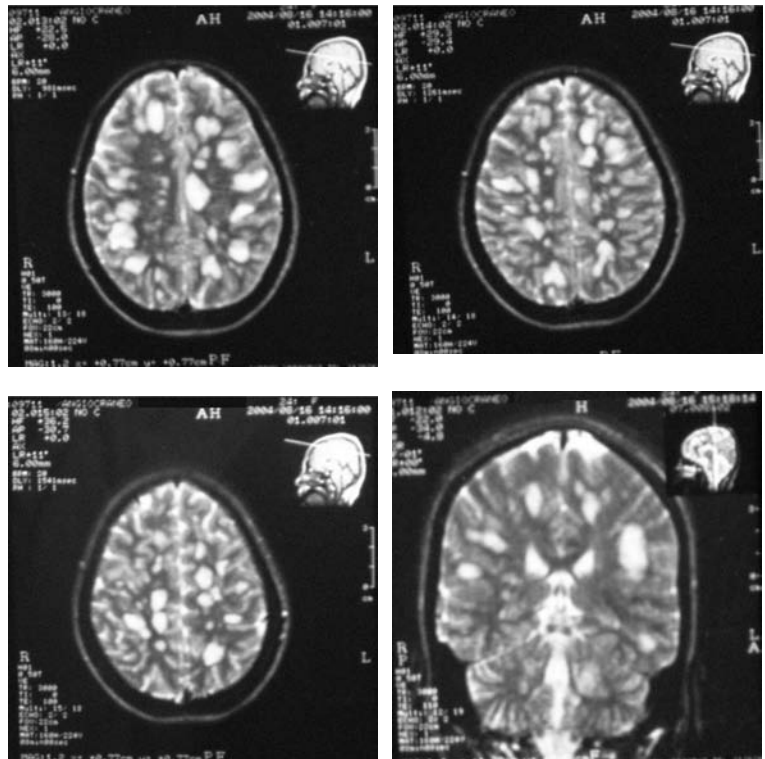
Angiorresonancia cortes, transversal y coronal. Imágenes hiperintensas múltiples
